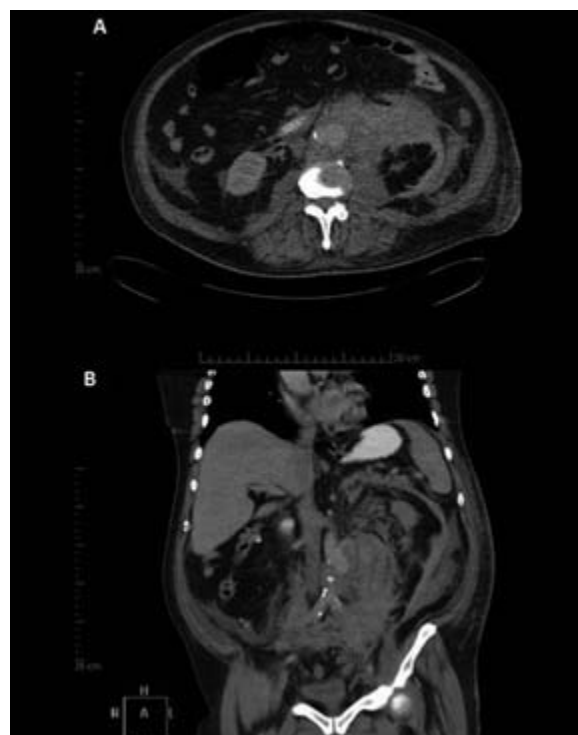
Tomografía de aorta abdominal. A. Corte axial: hematoma retro peritoneal y perirrenal izquierdo. B. Corte coronal: saco del pseudoaneurisma por debajo de la arteria renal izquierda.
